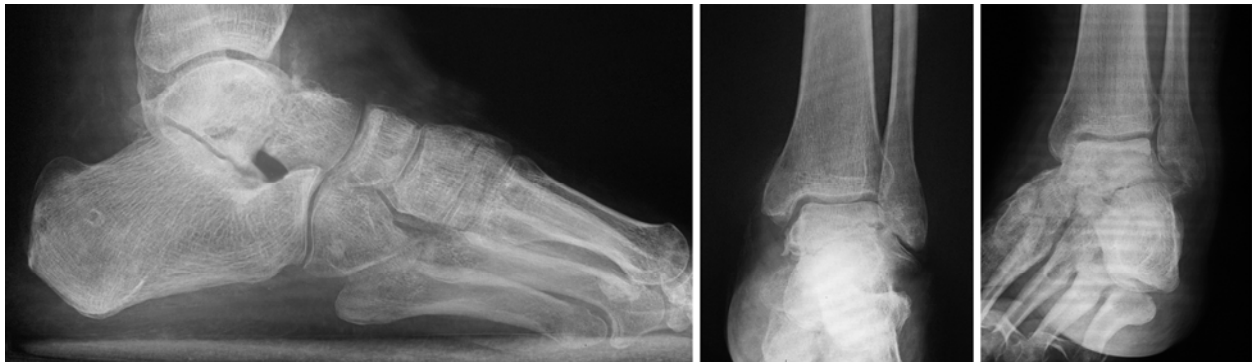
Фотовідбитки контрольних рентгенограм стопи
